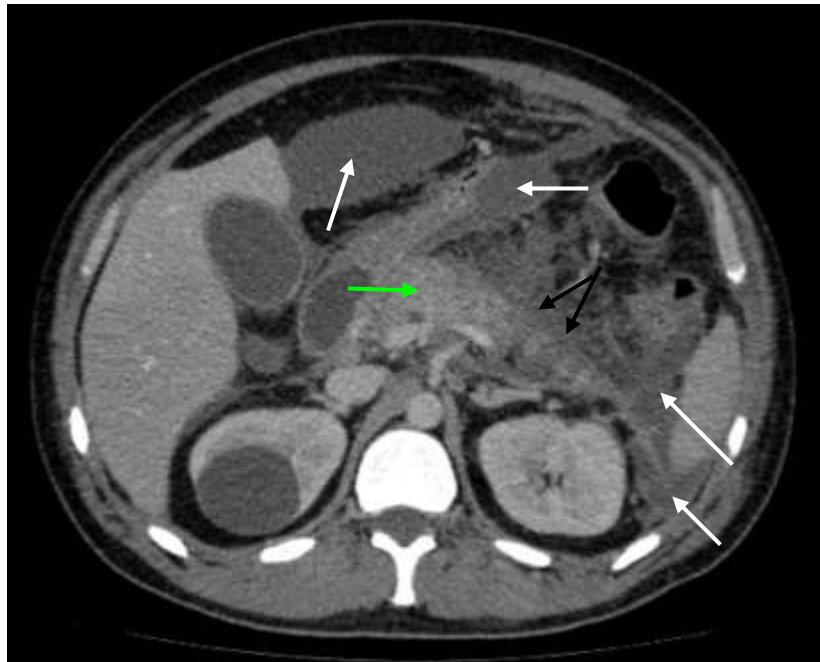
Компьютерная томограмма с внутривенным болюсным контрастированием, венозная фаза, аксиальная проекция на уровне отхождения чревного ствола. Пациент В., 12 суток заболевания. Неконтрастируемые участки глубоко в паренхиме тела и хвоста ПЖ (черные стрелки). Контрастирование головки сохранено (зеленая стрелка). РПП, острые некротические скопления (белые стрелки)
